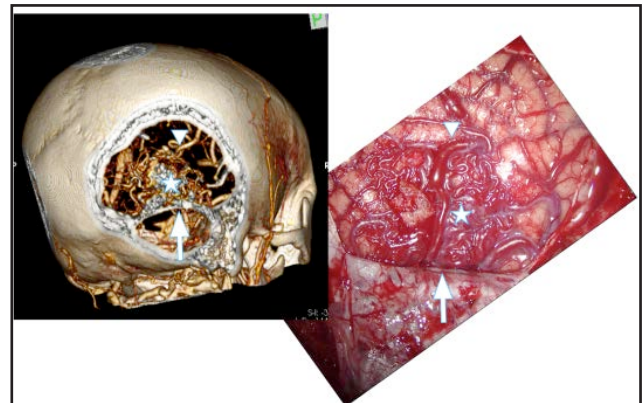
Se muestra la correspondencia entre la reconstrucción tridimensional del angio-TAC craneal y el campo quirúrgico. Se ha realizado una craneotomía occipital derecha supra e infratentorial. La flecha muestra el tentorio. La estrella muestra el nidus malformativo.
